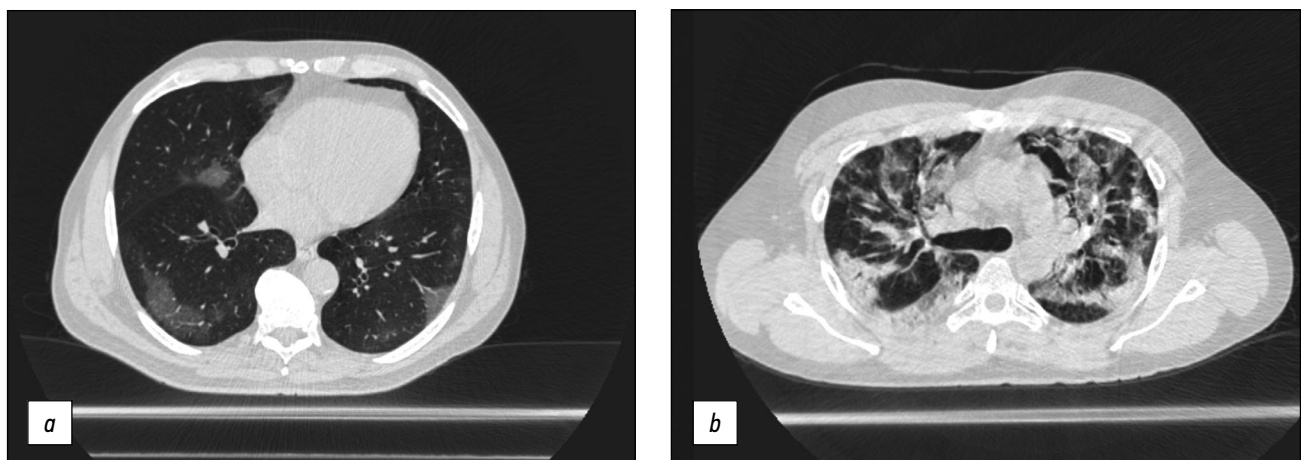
肺窗胸部器官的轴向电算断层扫描切片: *a*——发现多形性、以胸膜下为主的肺实质磨砂玻璃样结节, 这与病毒性肺炎(包括COVID-19)的CT图像相符, 病变严重程度为CT-1; *b*——发现大量多形性、有合并倾向的肺实质合并样结节, 合并有磨砂玻璃样结节和弱网状结构改变, 病变严重程度为CT-3。
